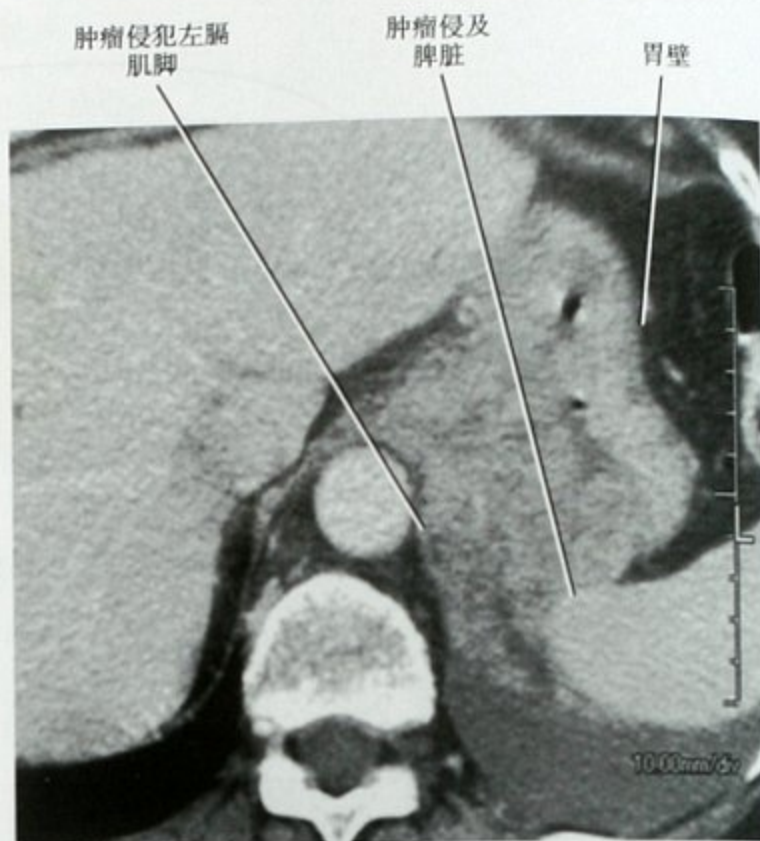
增强 CT 横断面可见胃癌累及左侧膈肌及脾脏
